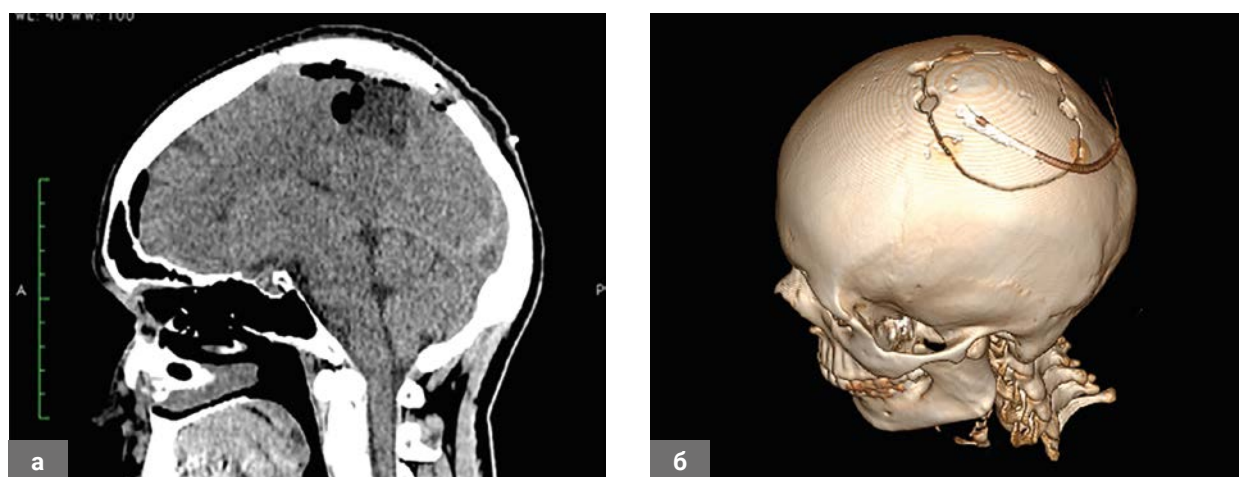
Послеоперационная СКТ головного мозга: а – послеоперационных гемorragических осложнений нет; б – при 3D реконструкции в костном режиме определяется удовлетворительное стояние костного лоскута.
